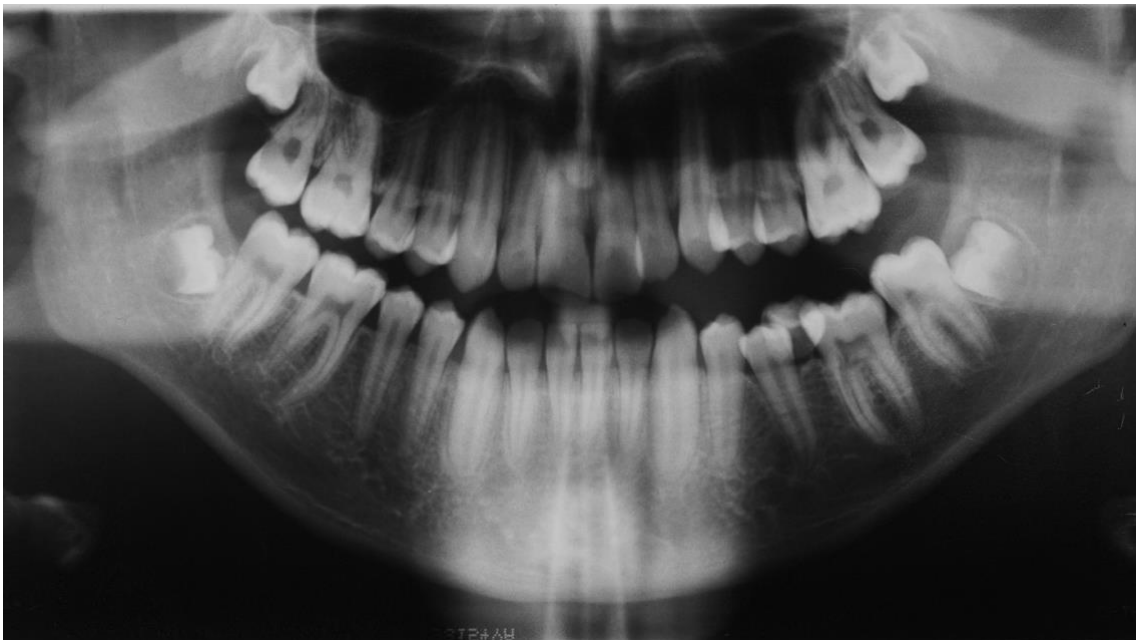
Nicht beurteilbare Kiefergelenkskondylen aufgrund unsachgemäßer Einstellung des Patienten im Röntgengerät.
